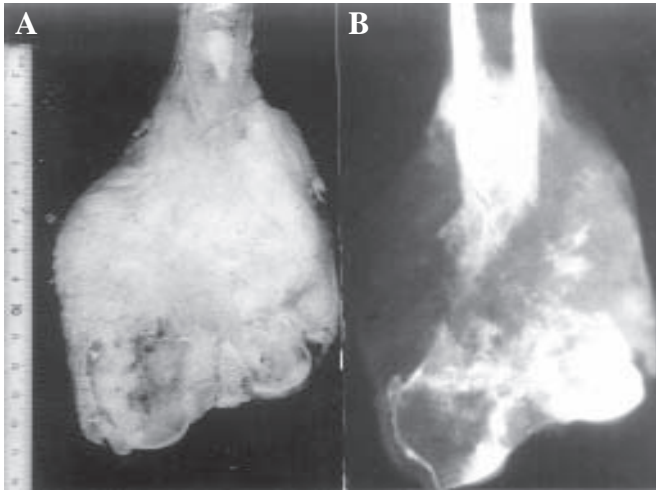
Caso 1. D.F.M., 37 anos, masc. – Fibroma desmóide intra-ósseo no terço distal do fêmur. A) Aspecto macroscópico da superfície de corte da peça cirúrgica. Tumor denso, de aspecto fibroso, que substitui toda a estrutura do terço distal do fêmur, lateralmente bem delimitado. B) Radiografia da peça que evidencia restos irregulares do osso em meio ao tumor.
